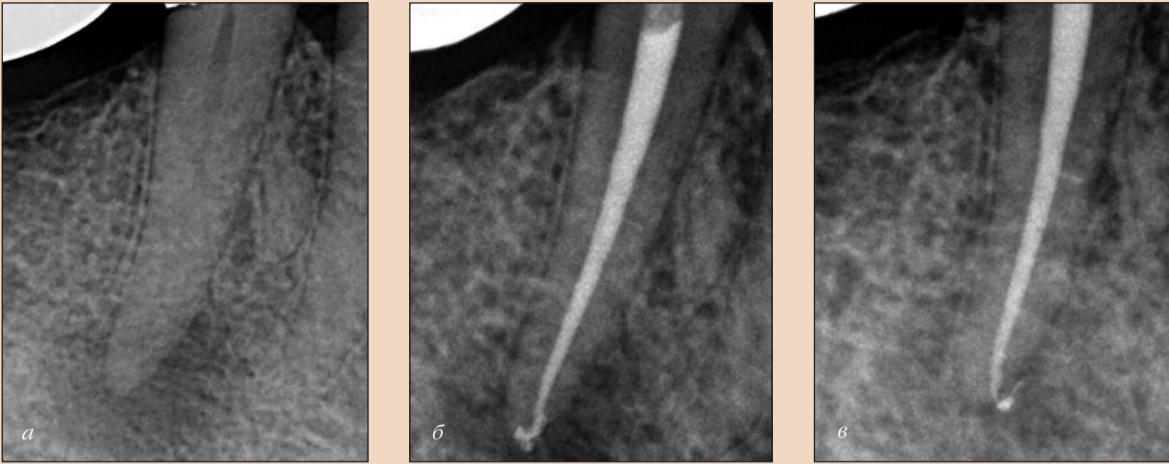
Ирригация при отрицательном давлении с помощью системы EndoVac обеспечивает тщательное очищение каналов; обратите внимание на заживление апикального поражения и присутствие силера в латеральном канале в средней части корня. а – исходная рентгенограмма; б – рентгенограмма, сделанная по завершении эндодонтического лечения; в – контрольная рентгенограмма через полгода.
